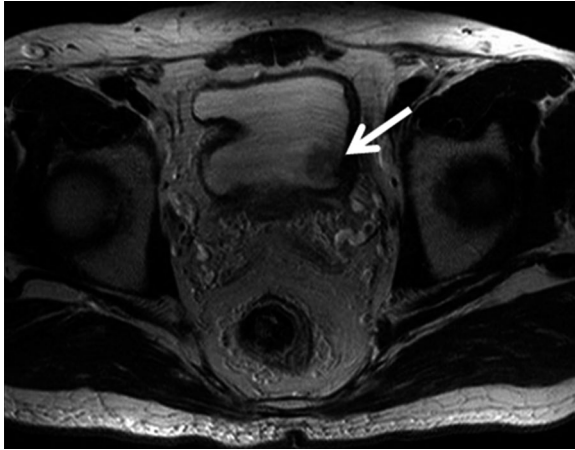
MRI showed a low intensity mass on the left wall of the bladder in case 1 (arrow).
